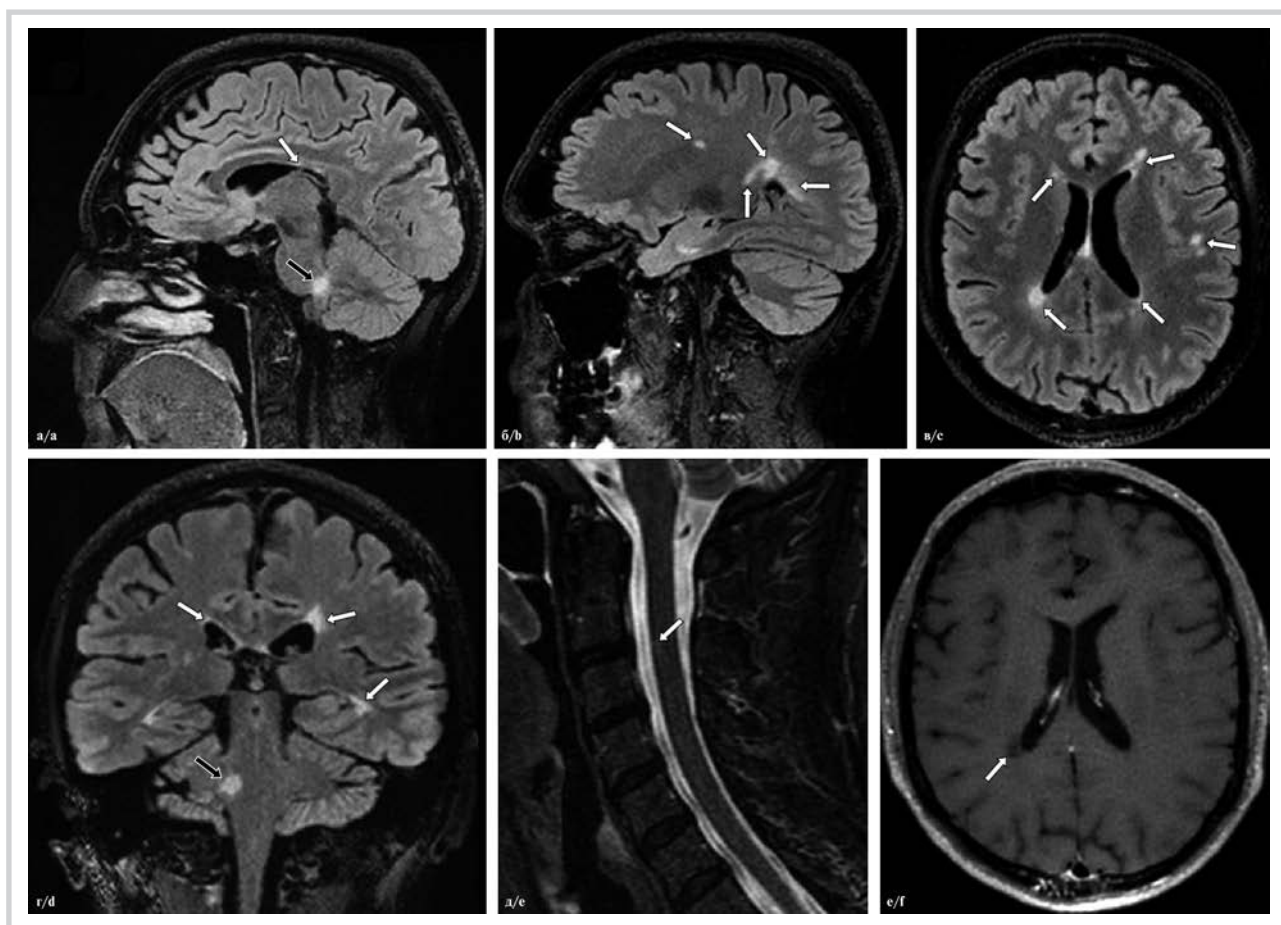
МРТ головного мозга от 2022 г., повторное исследование.
